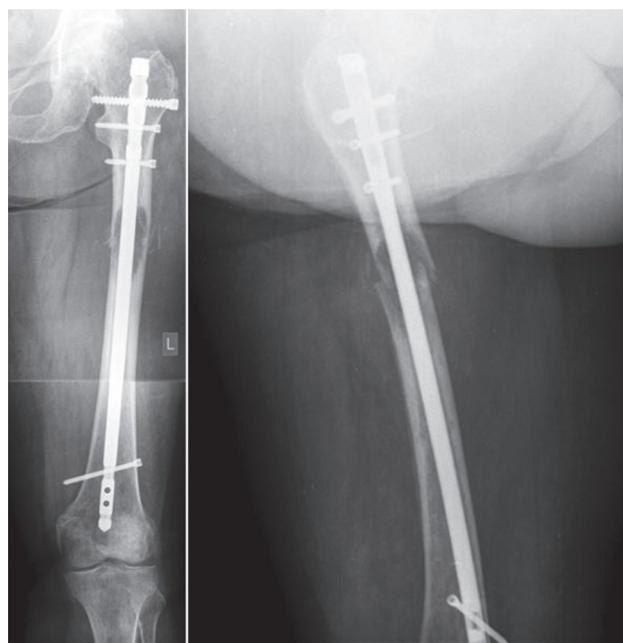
Рентгенограммы левого бедра пациентки после операции внутрикостного остеосинтеза
